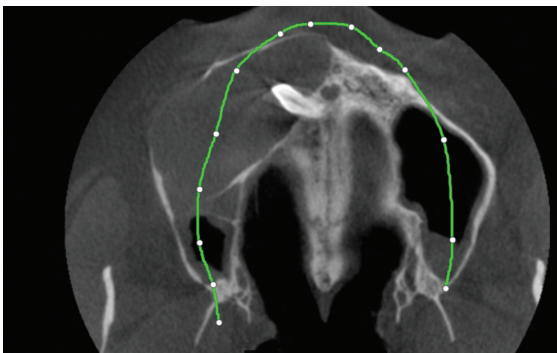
Secțiune axială a CBCT-ului
